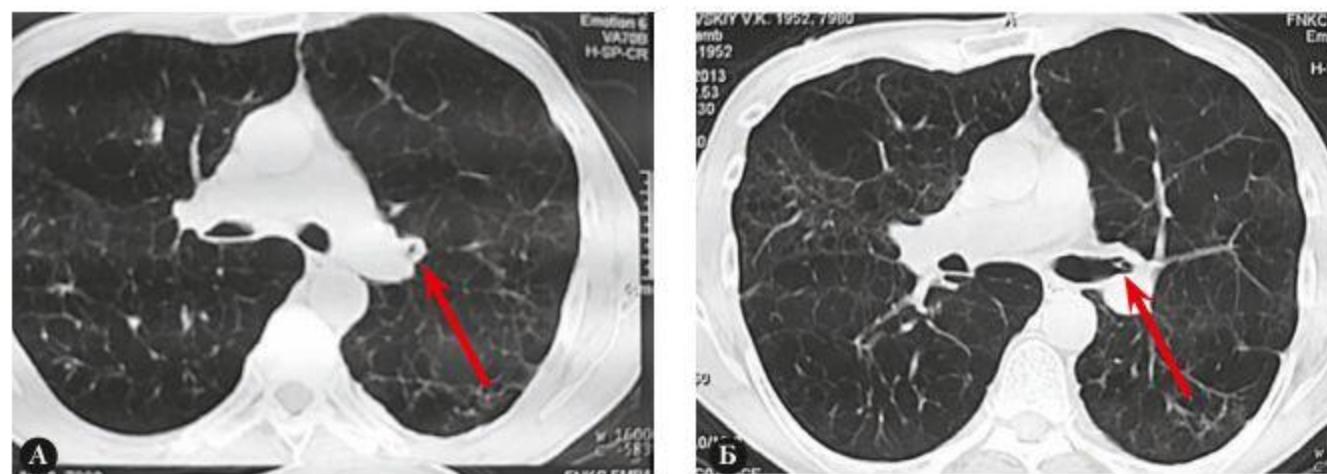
А На срезе КТ видна головка эндобронхального клапана (стрелка) в устье язычковых бронхов слева
